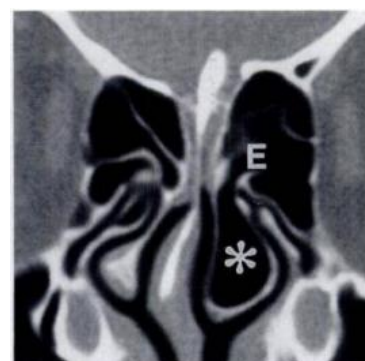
TC mostra concha bulhosa que se estende desde o complexo osteo-meatal para o meato médio¹³
